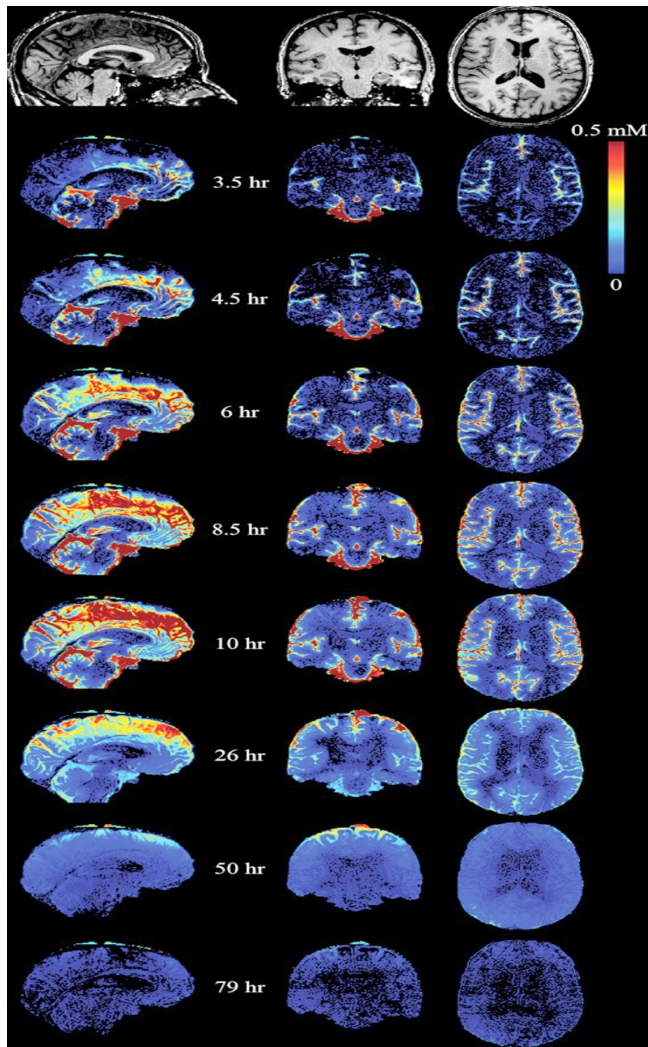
DCE-MRI显示钆布醇在脑内的定量变化图^[15]
